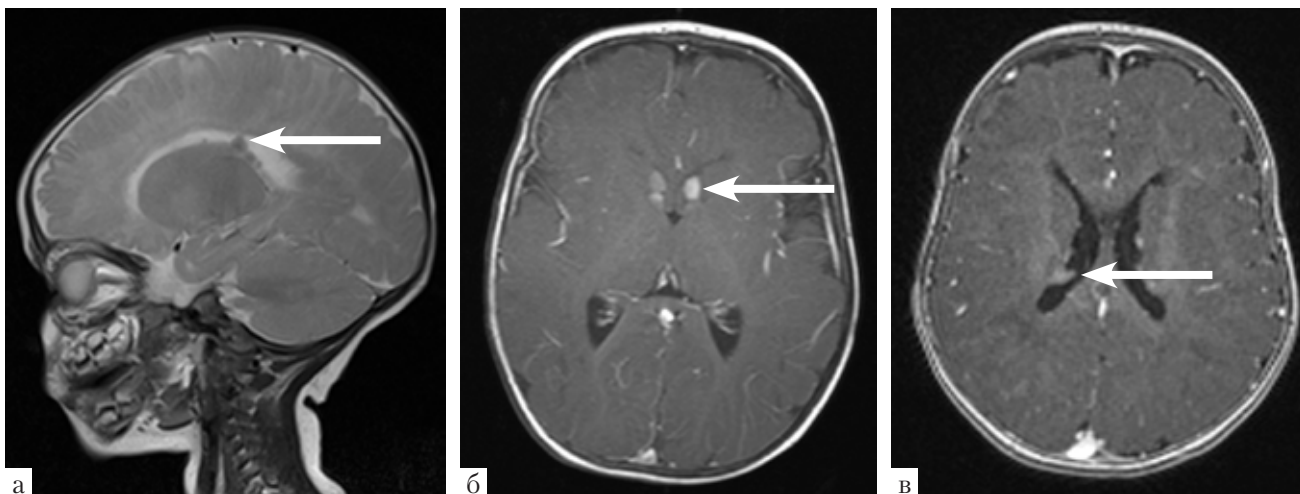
МРТ головного мозга ребенка 6 мес. Синдром Веста. Туберозный склероз. Стрелками указаны субэпендимальные узелки: а — T2-ВИ, б, в — T1-ВИ с контрастированием
